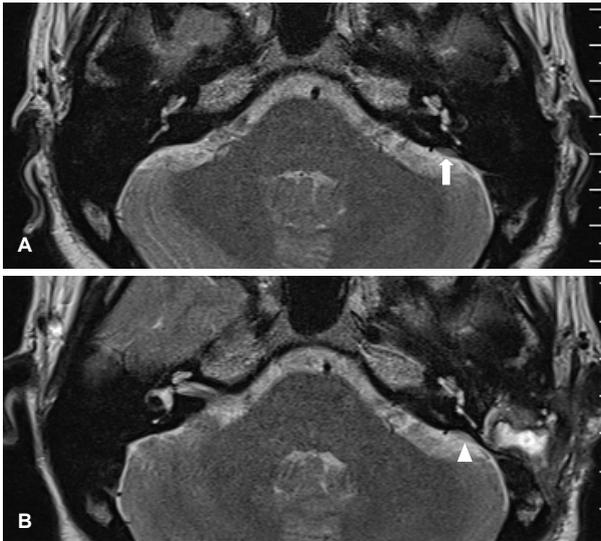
Axial CISS images of temporal MRI demonstrate endolymphatic sac in the left lesion side of unilateral Meniere's disease. (A) Left endolymphatic sac behind the posterior semicircular canal is filled with intermediate signal intensity on pre-operative CISS MRI (arrow); (B) Left endolymphatic sac with relatively high signal intensity after endolymphatic sac decompression on postoperative CISS MRI (arrow head).
